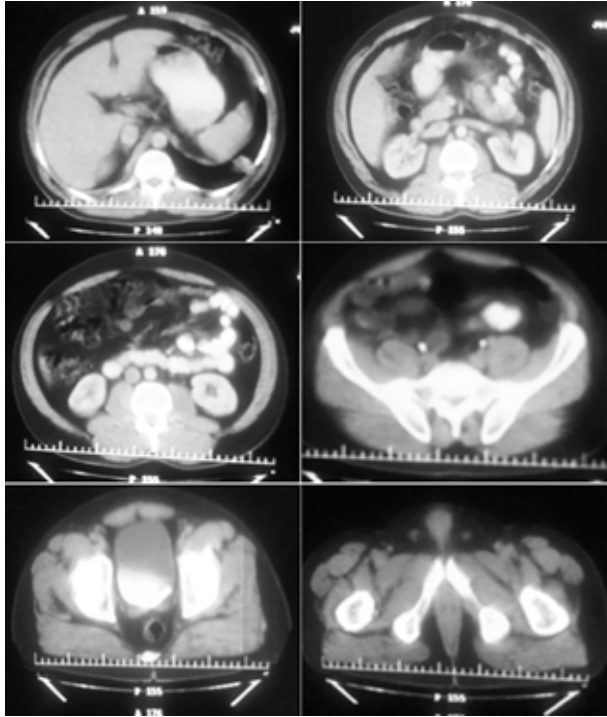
Tomografía abdominopélvica: sin evidencia de lesiones neoplásicas o inflamatorias de vísceras abdominopélvica.
